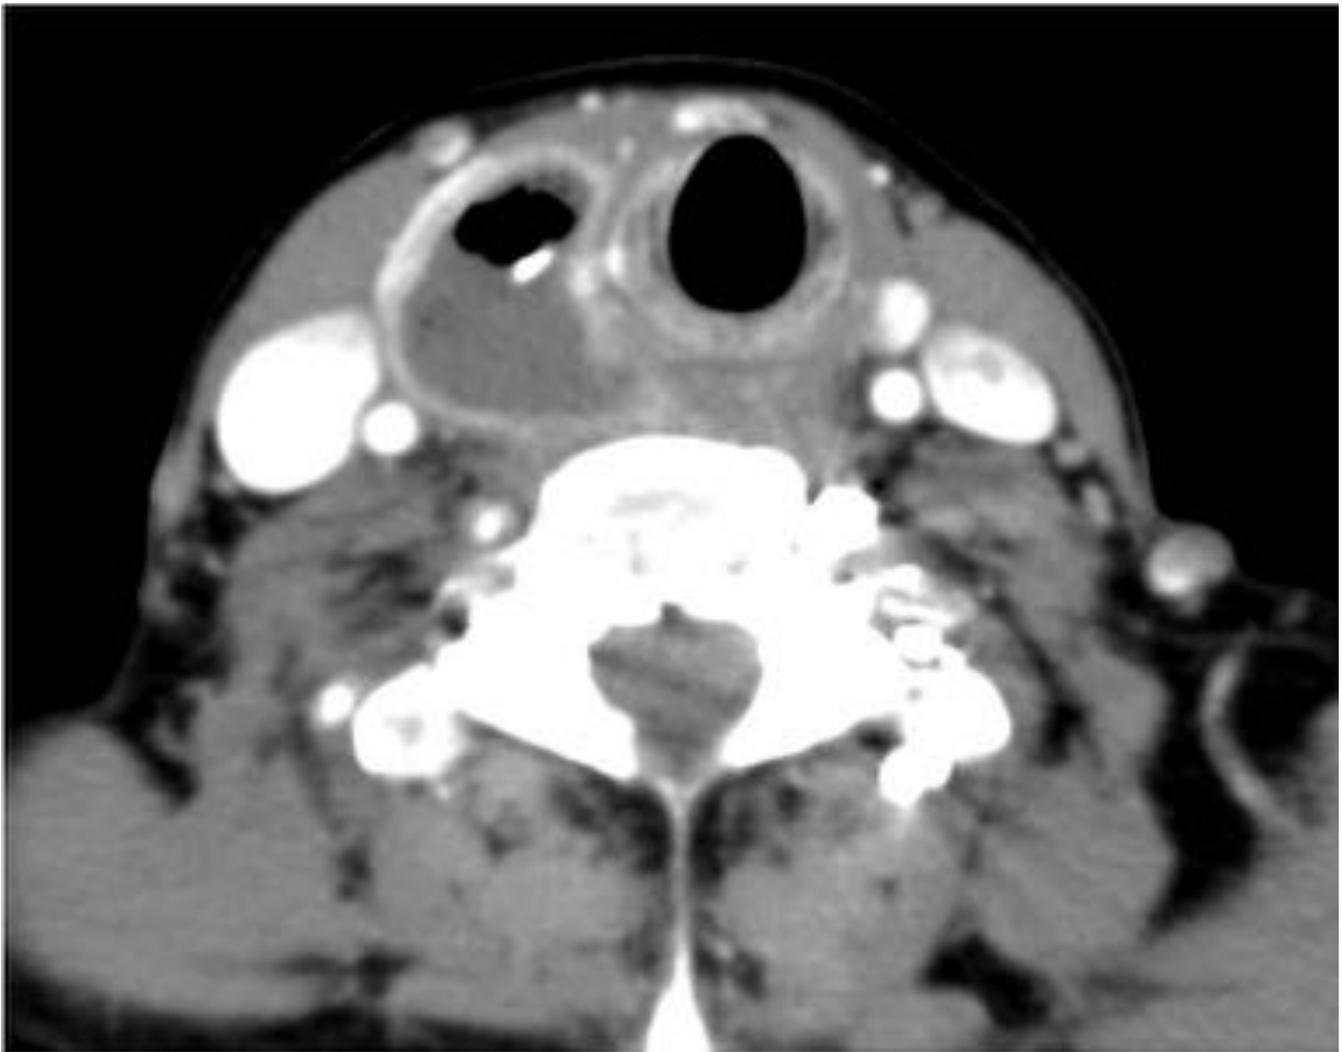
Corte axial de TC de cuello con CIV en paciente con fiebres y odinofagia, identificando cambios flemonosos en hipofaringe izda, con disminución del calibre de la vía aérea. Caudal a los cambios inflamatorios (Imagen 8) se identifica espina de pescado situada paralelamente al cartílago tiroideo, en el espesor de la banda ventricular izda.
